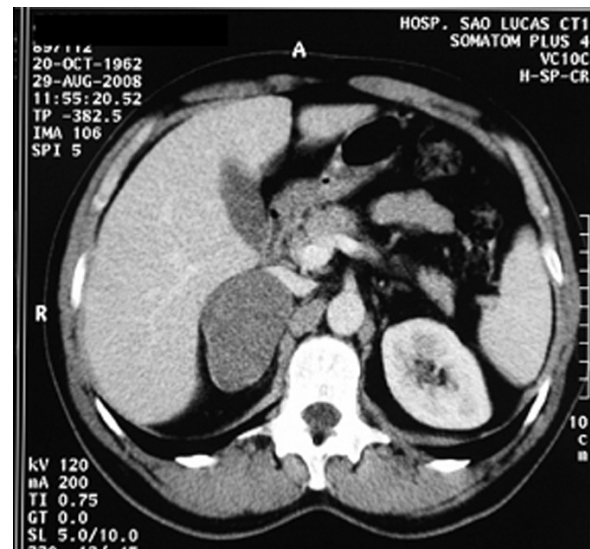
Tomografia computadorizada mostrando lesão sólida em área de adrenal direita, com cerca de 7,5 cm em seu maior diâmetro, deslocando anteriormente a veia cava inferior e apresentando-se contígua à superfície inferior do fígado.
